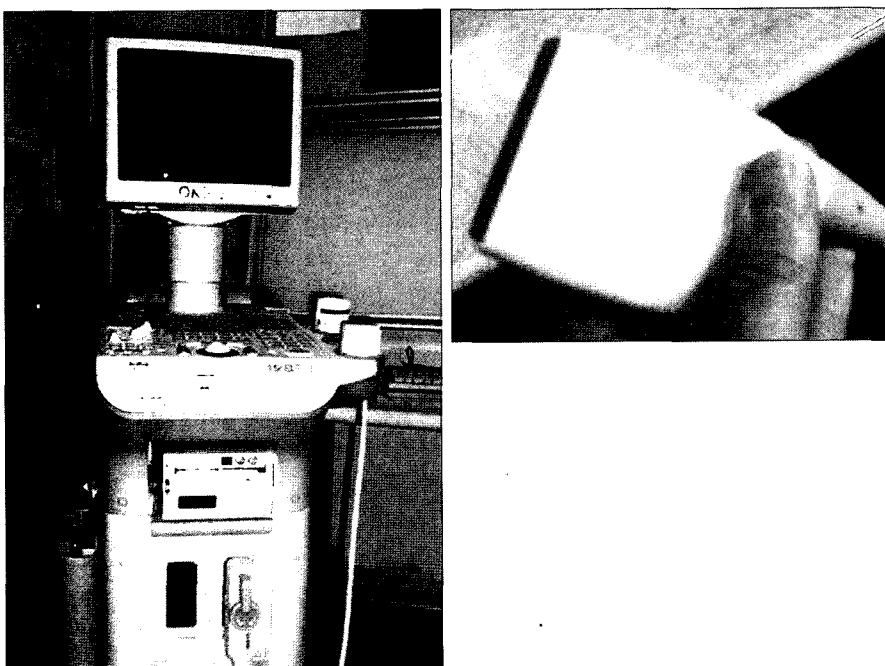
Digital grayscale ultrasonography 128 BW and B-scan 7.5 MHz transducer for small parts were used.
